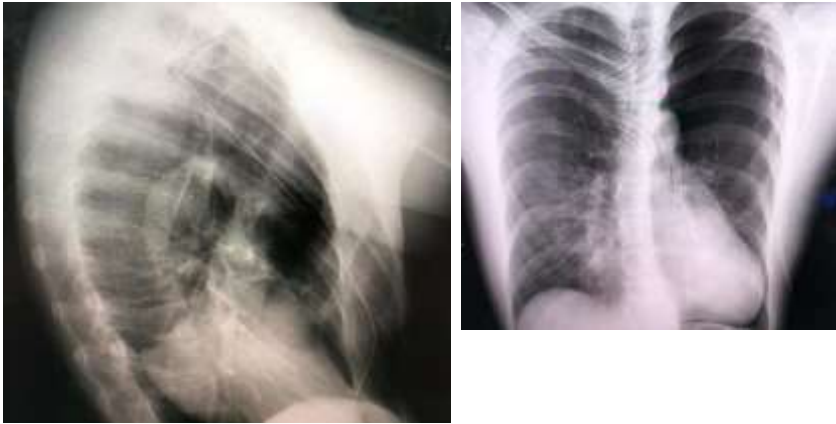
Radiografías de tórax antero-posterior y lateral. Neumotórax en hemitórax izquierdo.
